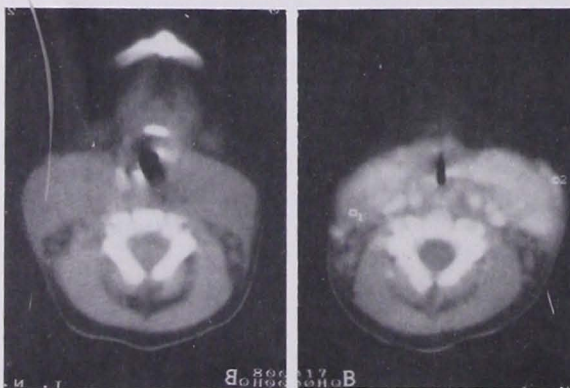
Tomografía axial computada con y sin medio de contraste, se observa claramente como las masas en el cuello forman cuerpo con el músculo ECM de manera bilateral.
